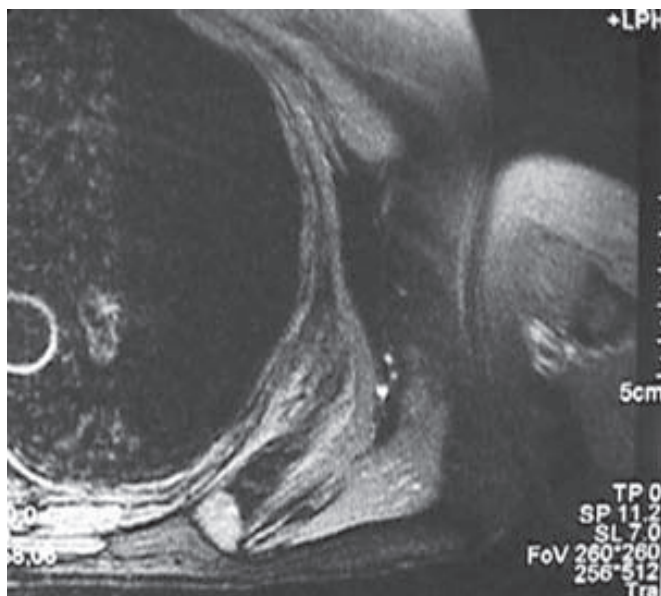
Exame de ressonância magnética mostrando a localização profunda da massa entre os arcos costais e a escápula
